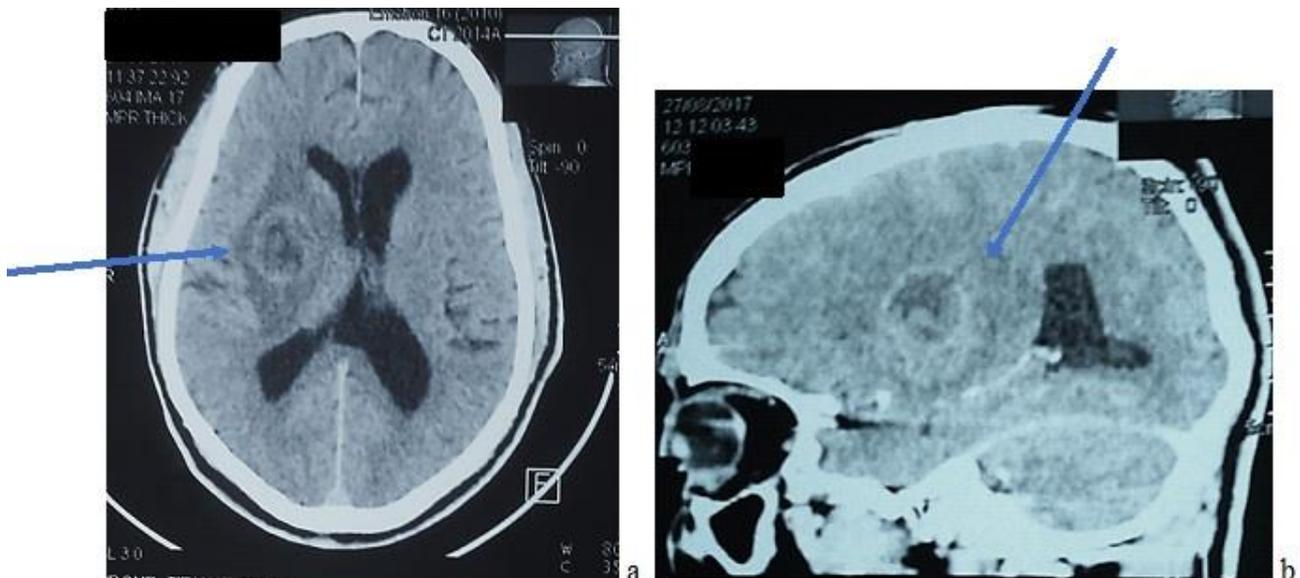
TDM cérébrale non injecté (a) puis après injection de produit de contraste (b) mon-trant une lésion arrondie en cocarde au niveau de la capsule interne avec un « Target Sign » (flèche bleue) (Patient N° 2)
